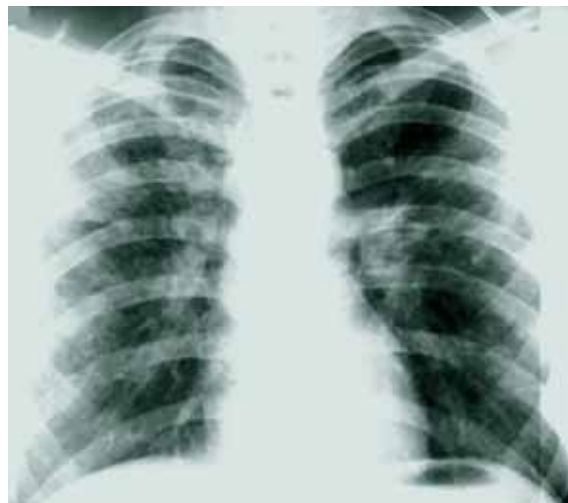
Рентгенограмма больного Ш. 26 лет, с очаговыми инфильтратами в верхних долях и 6-х сегментах обоих легких
